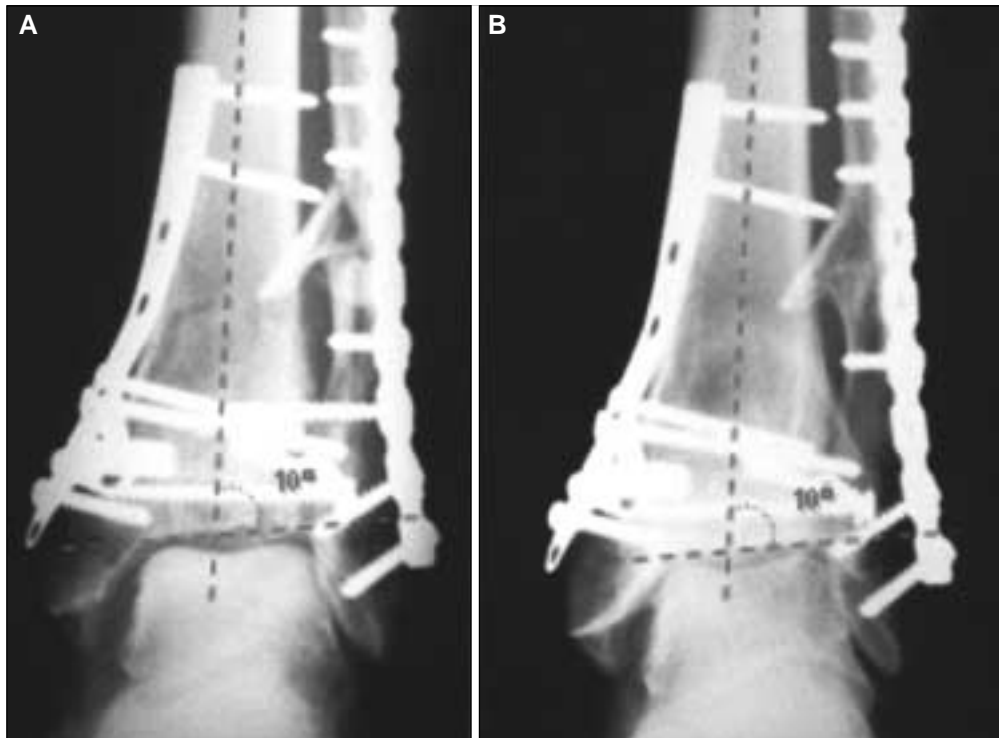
A. Radiografía posoperatoria inmediata del paciente III, en la que se puede apreciar la desviación residual en valgo de la superficie articular. B. Casi tres años después no se observa pérdida de la reducción obtenida, sin presentar artrosis severa de la articulación (grado I).
